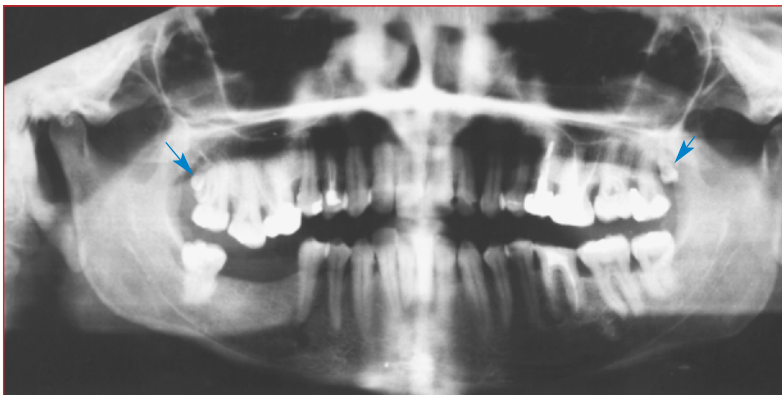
Panoramaröntgenbild vom Gebiss einer 40jährigen Frau. Rechts oben (hier im Röntgenbild links) hat sie zwei zusätzliche, links oben einen zusätzlichen Zahn (Pfeile). Beachte die linke Bildseite oben: 1. und 2. Molar sind wegen fehlender Antagonisten etwas aus ihrer Alveole herausgetreten.
